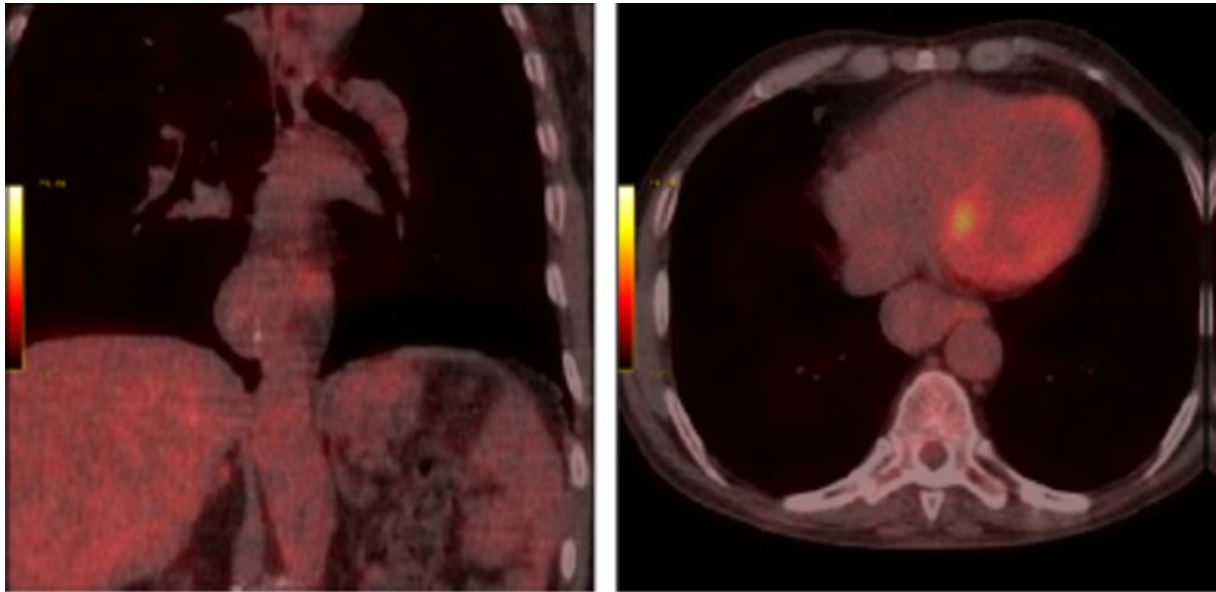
Figure n ° 40 : PET-scanner : images de fusion : absence de fixation du 18FDG glucose au niveau de la masse médiastinale postérieure.[65].
